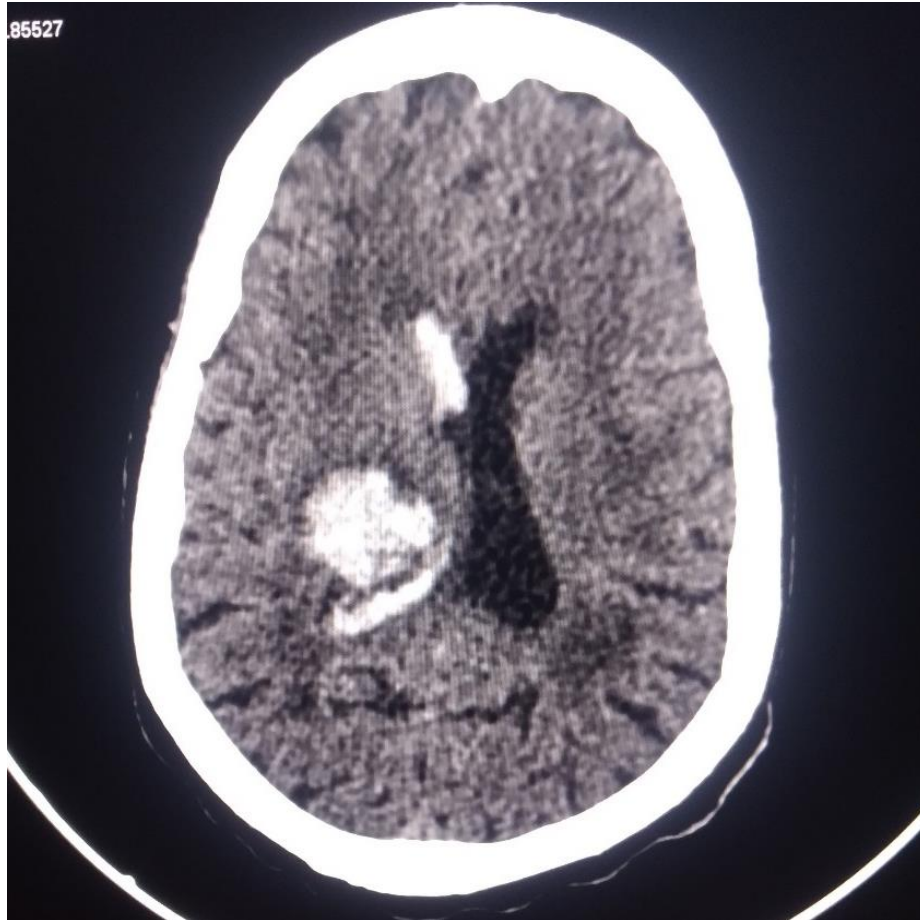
TDM cérébrale de madame MK, 50 ans
